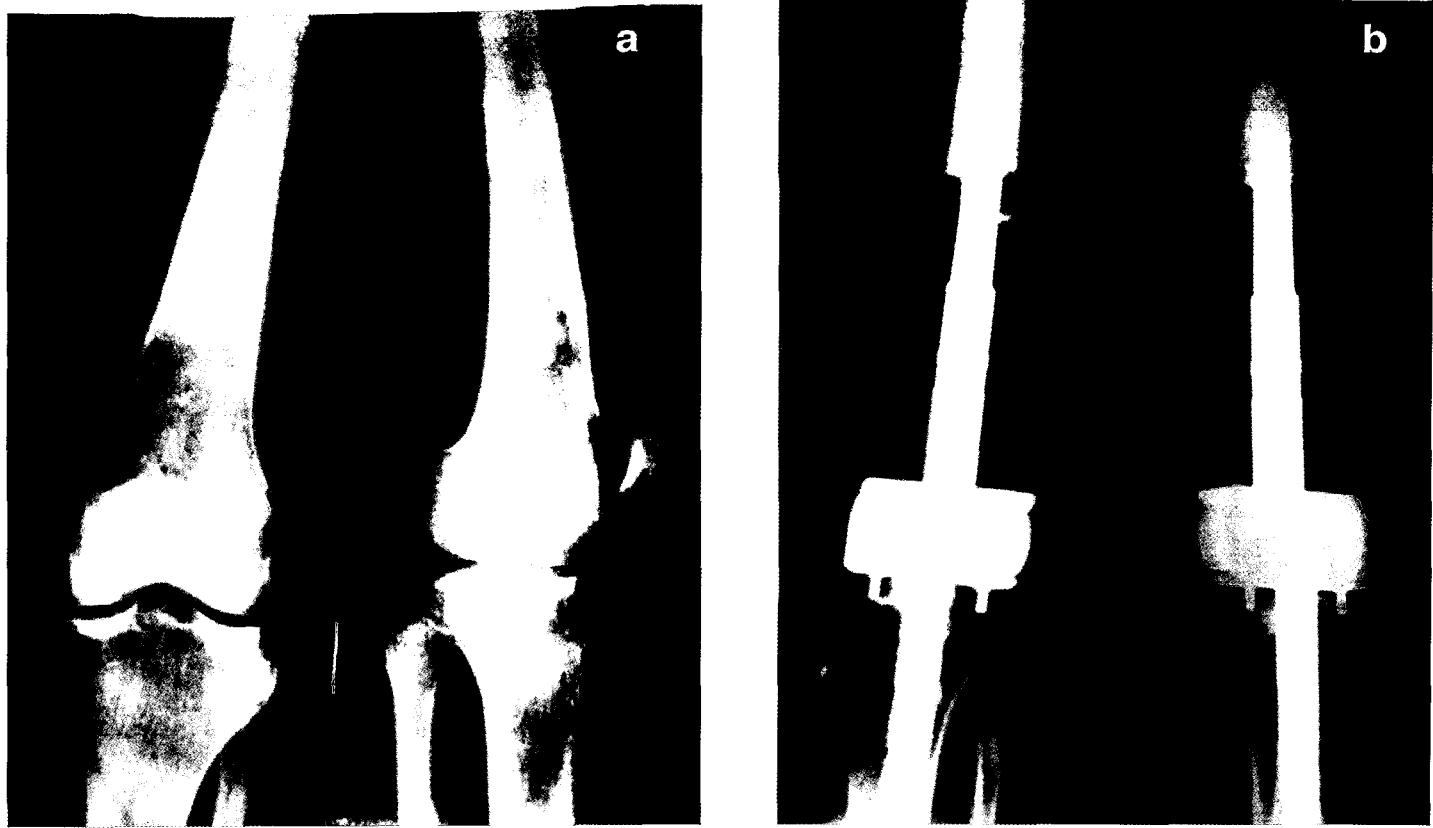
Рентгенограмма больной К., 19 лет, с остеогенной саркомой бедренной кости до (а) и после (б) эндопротезирования коленного сустава.
